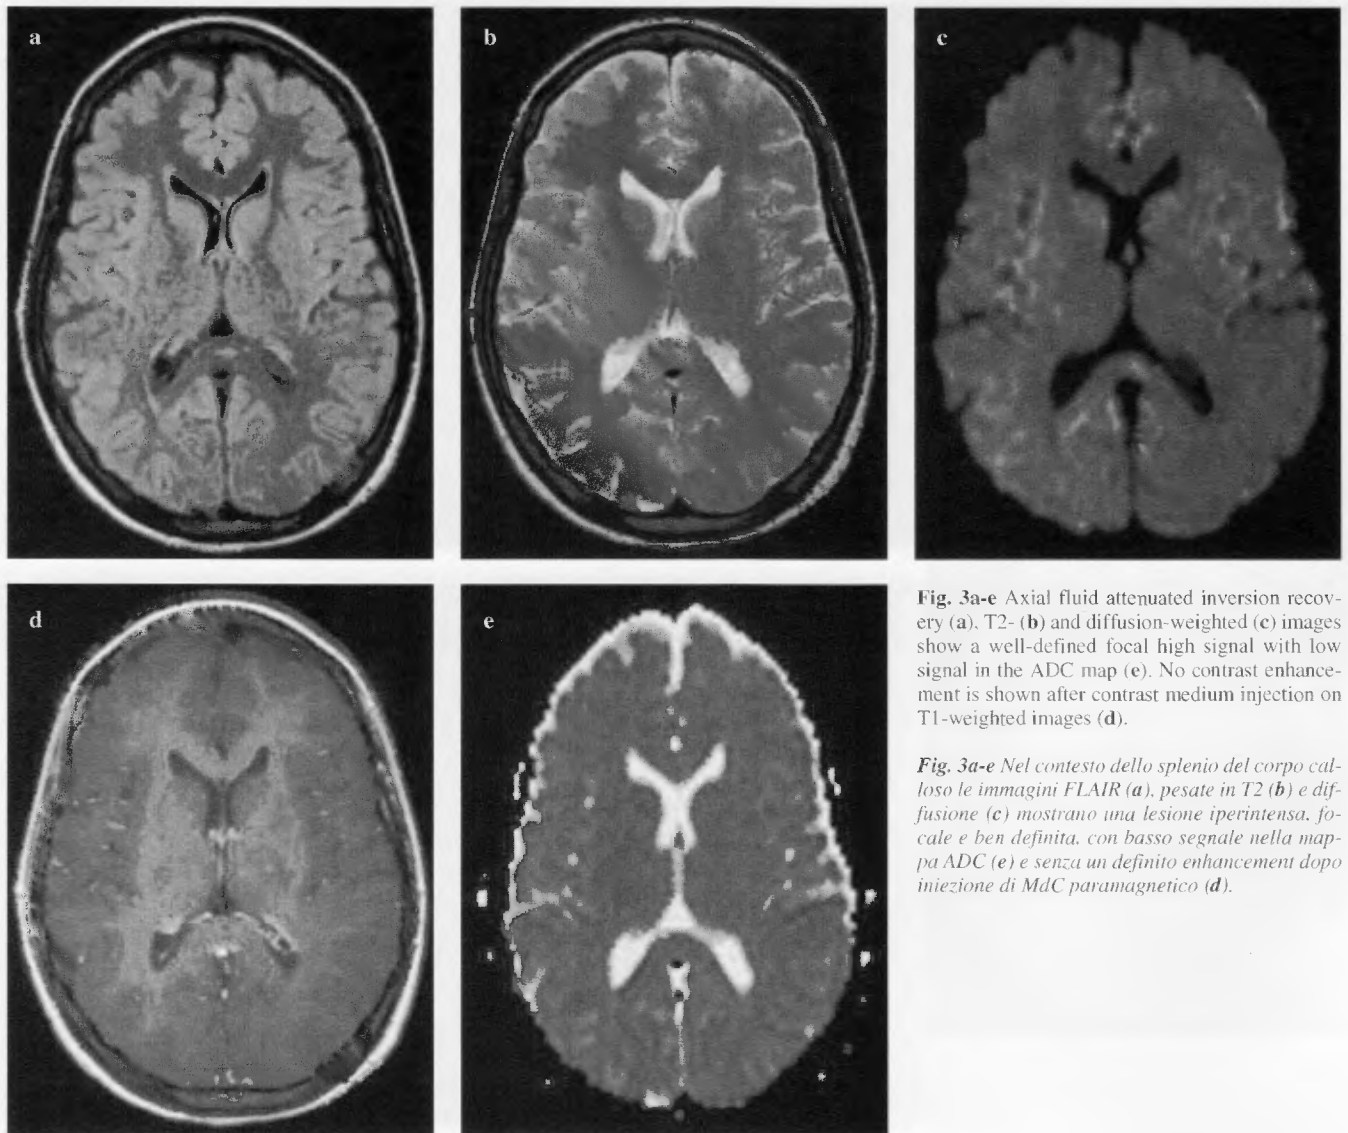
Axial fluid attenuated inversion recovery (a), T2- (b) and diffusion-weighted (c) images show a well-defined focal high signal with low signal in the ADC map (e). No contrast enhancement is shown after contrast medium injection on T1-weighted images (d).
